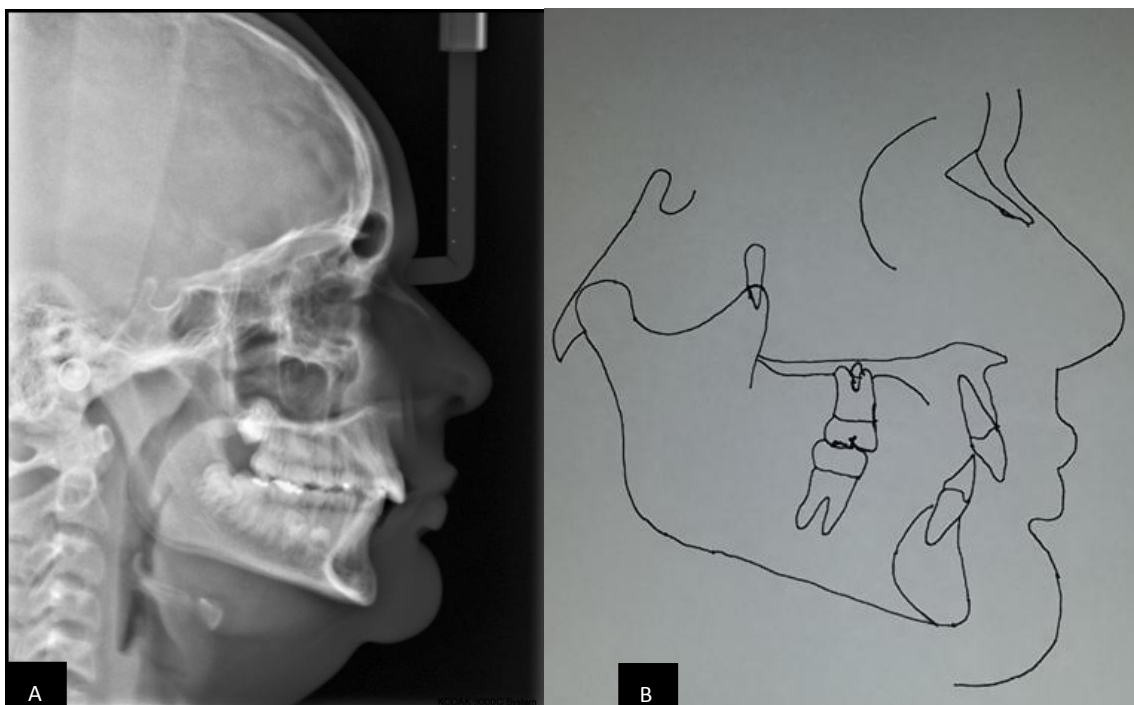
A) Telerradiografia inicial; B) cefalograma inicial
